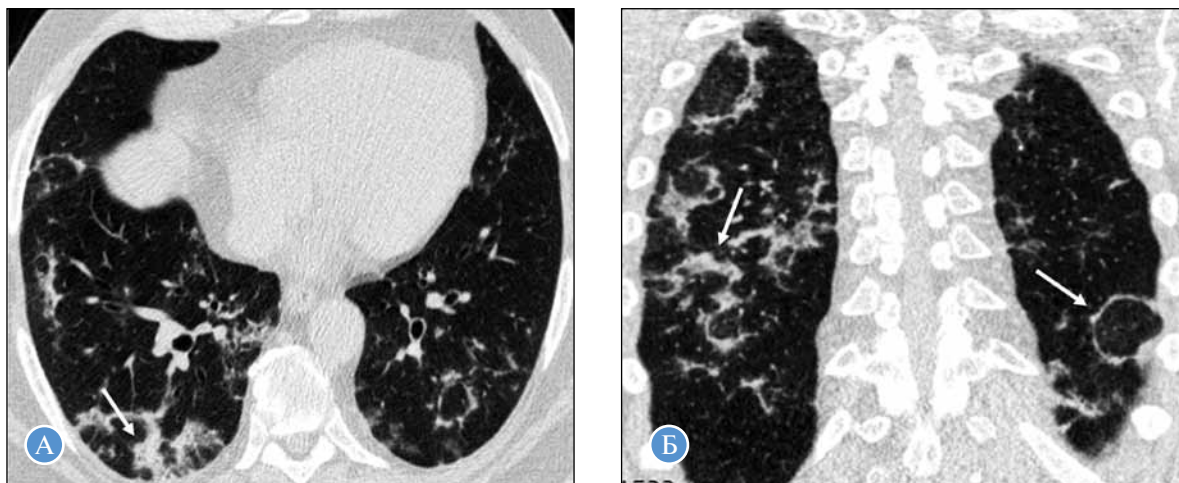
Компьютерная томография органов грудной клетки в аксиальной (А) и коронарной (Б) проекциях. С двух сторон в легких определяются характерные участки консолидации полигональной и тяжистой конфигурации, небольшие локальные зоны «матового стекла» (стрелки). Симптом «обратного хало» — округлые участки слабоинтенсивного «матового стекла», окруженные полоской консолидации (стрелки)
